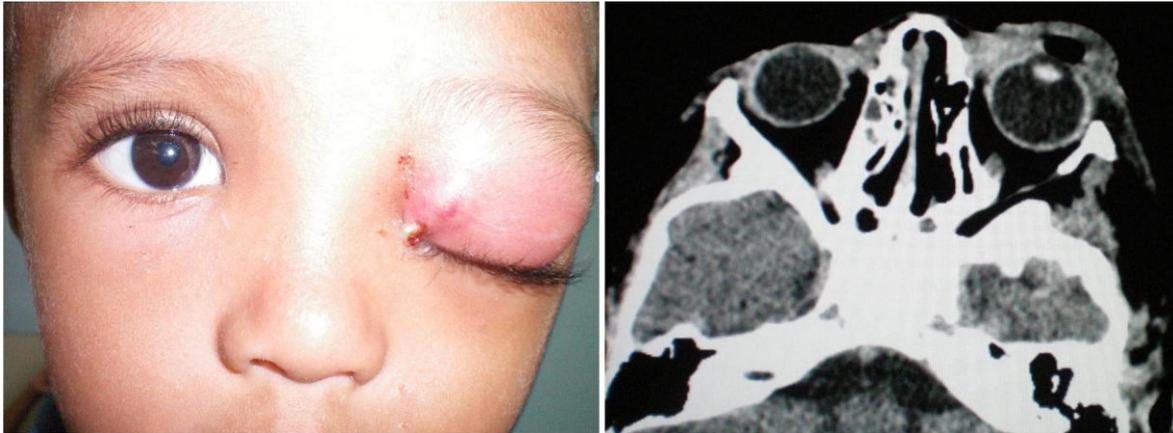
Celulite pré-septal esquerda com edema, eritema palpebral, proptose e secreção conjuntival. TC característica de CPO.
